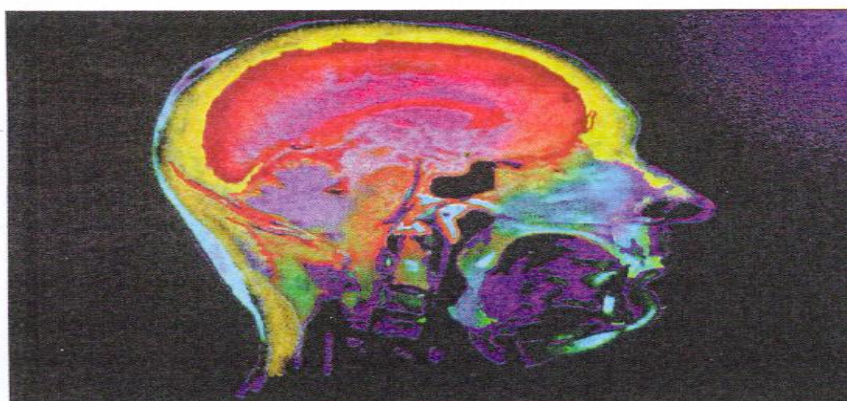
Εγκεφαλική απεικόνιση MRI
